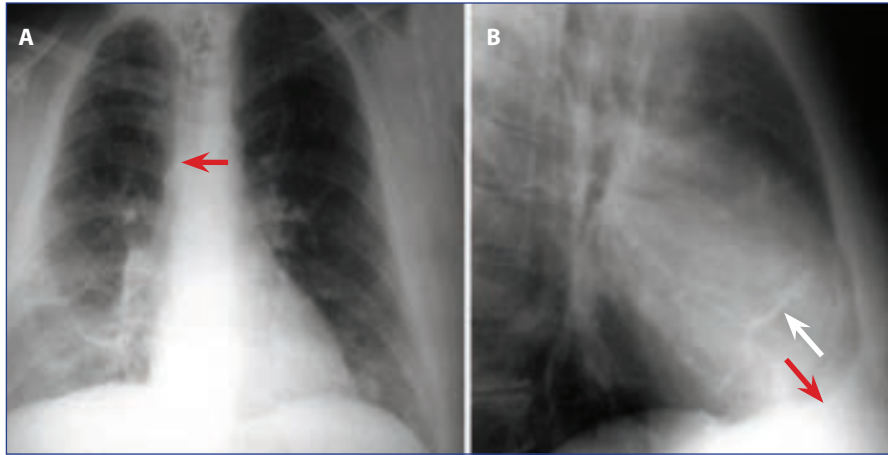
28: (A)-PA göğüs radyografisinde kalp büyüklüğü normal görünmekte perikardiyal kalsifikasyon görünümü yoktur, Azigos veni orta derece şişmiştir (ok). (B)- Aynı hastada Lateral görünümde ise perikardiyal kalsifikasyonlar (oklar) göstermekte.
